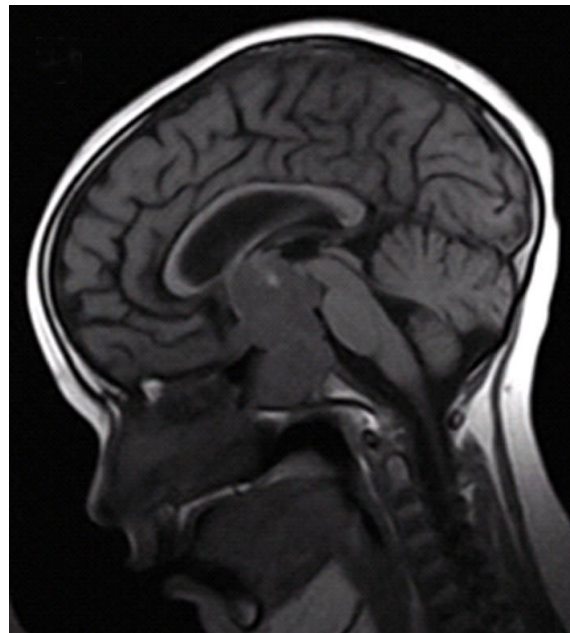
Germinoma supraselar en la resonancia magnética de cráneo sagital.
